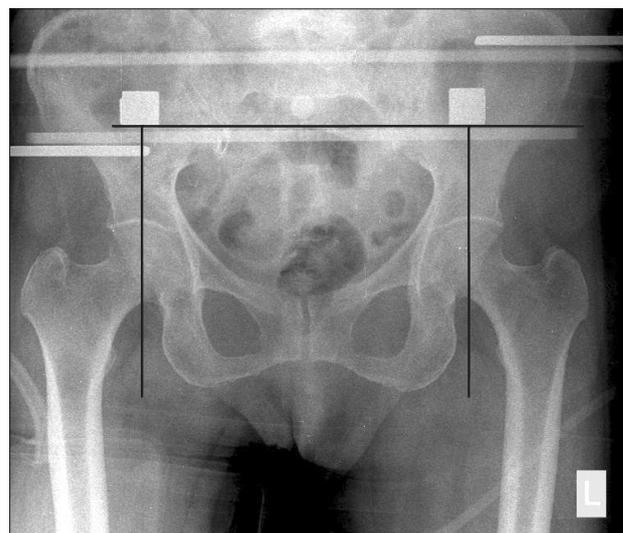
A radiograph was taken after positioning of the patient before surgery. We measured horizontal distance from the peg to the perpendicular extending line through the line of the femoral head center.
